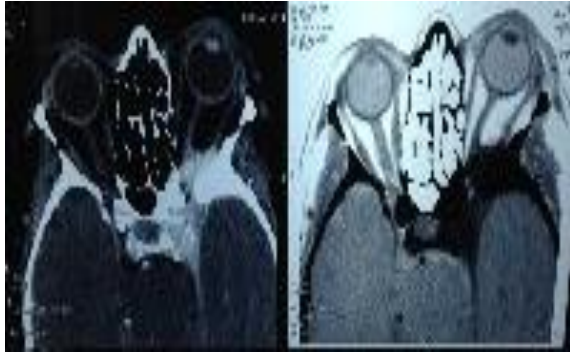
Tomografia da paciente demonstrando alterações em região periorbitária esquerda, musculatura ocular extrínseca, nervo óptico e seio cavernoso.
